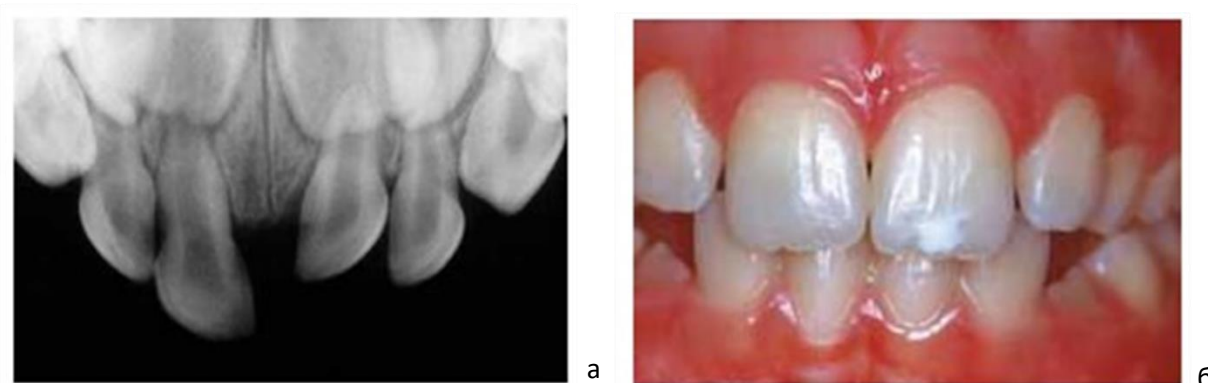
Мальчик, 2,5 года на момент травмы, а: интрузионный вывих зуба 6.1, б: клиническая картина в 8 лет
